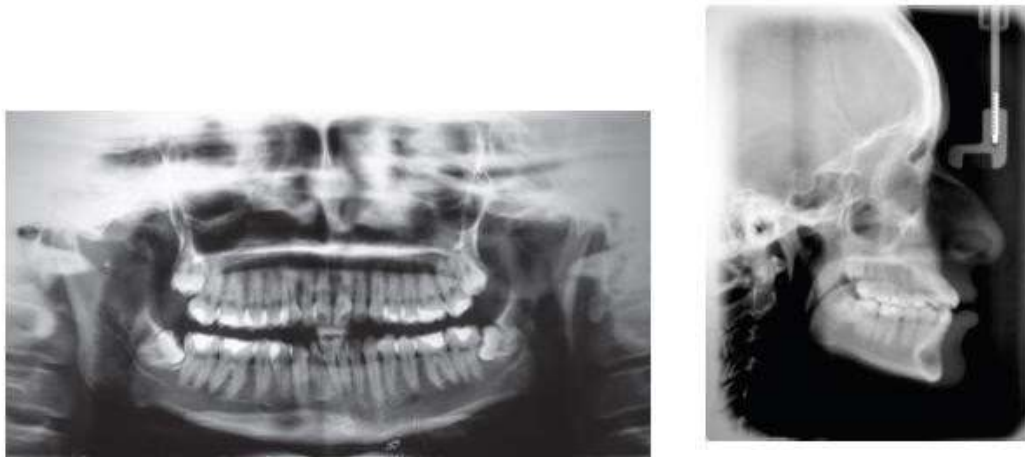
Radiografías panorámica y cefalométrica pretratamiento
